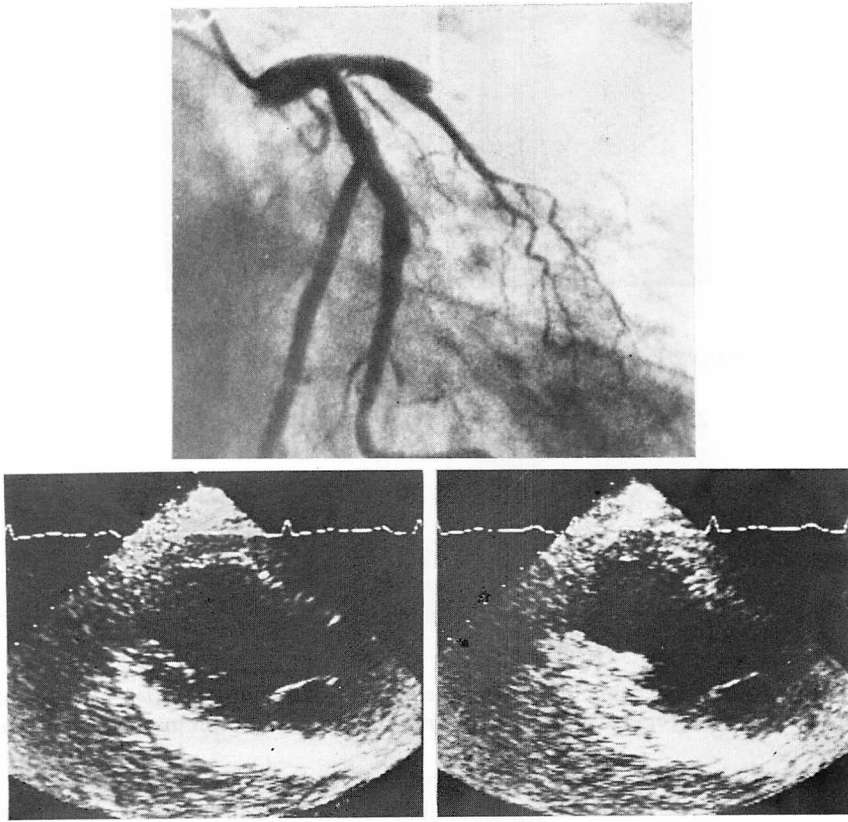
Coronary arteriogram and contrast echocardiograms in a patient with acute anterior myocardial infarction (61-year-old man).
